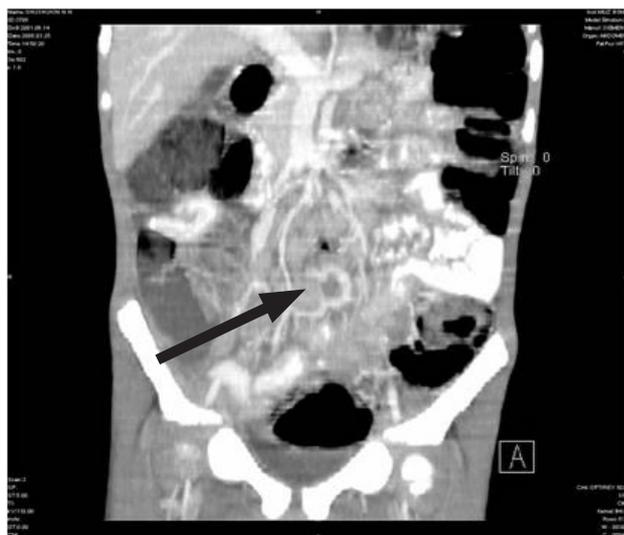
Спиральная компьютерная томография органов брюшной полости. Подострая форма спаечной кишечной непроходимости. Стрелкой указаны контрастированные мезентериальные сосуды
